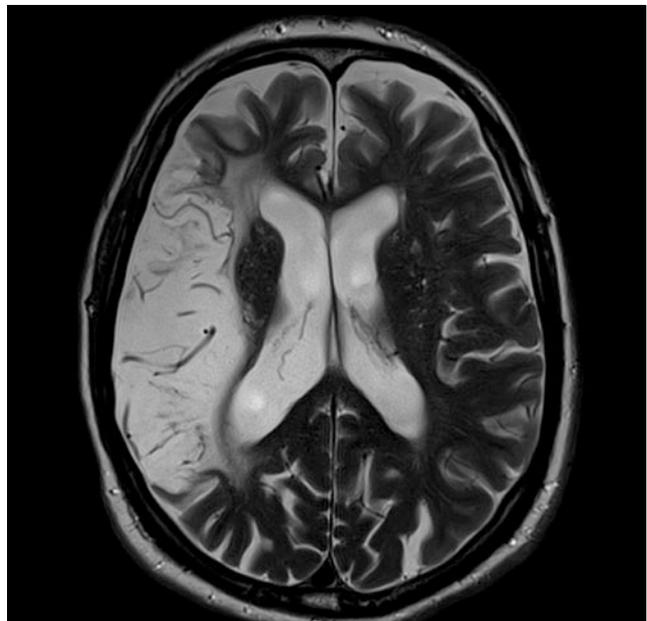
Schlaganfall. Ausgedehnter Mediaterritorialinfarkt. MRT T2-gewichtet. Erstellt vom Universitätsklinikum Mannheim. (Mit freundlicher Genehmigung von Siemens Healthcare GmbH, Erlangen)
